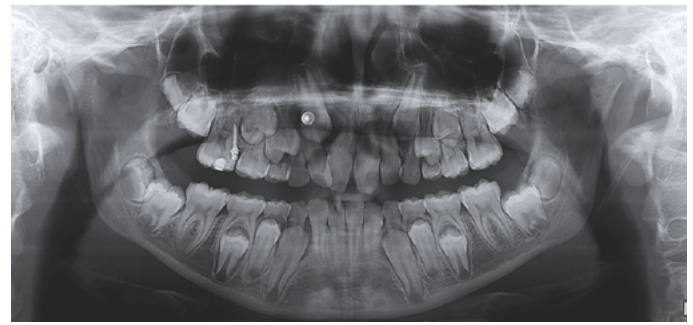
Radiografia panorâmica de dentes caninos inclusos demonstrando colagem de um botão no canino.
